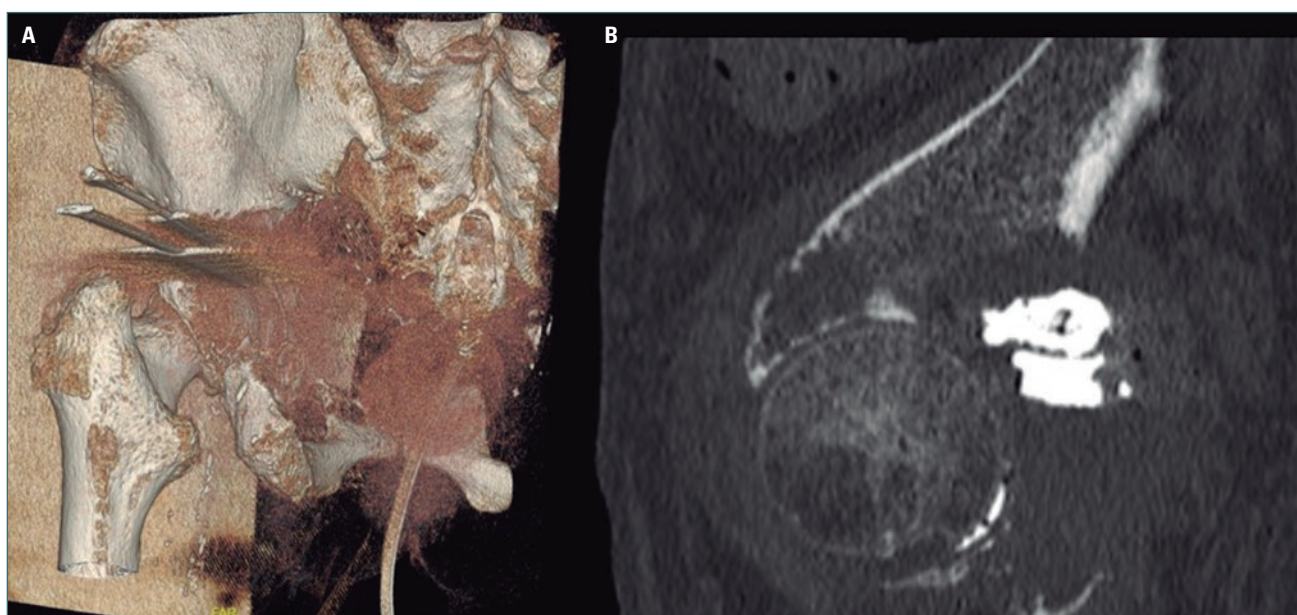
A: imagen de tomografía computarizada (TC) reconstruida oblicua en 3D con agujas de cementoplastia en fosa acetabular posterior izquierda. B: imagen de TC con reconstrucción en plano sagital donde se observa la difusión del cemento polimetilmetacrilato a nivel superior y posterior de acetábulo.
